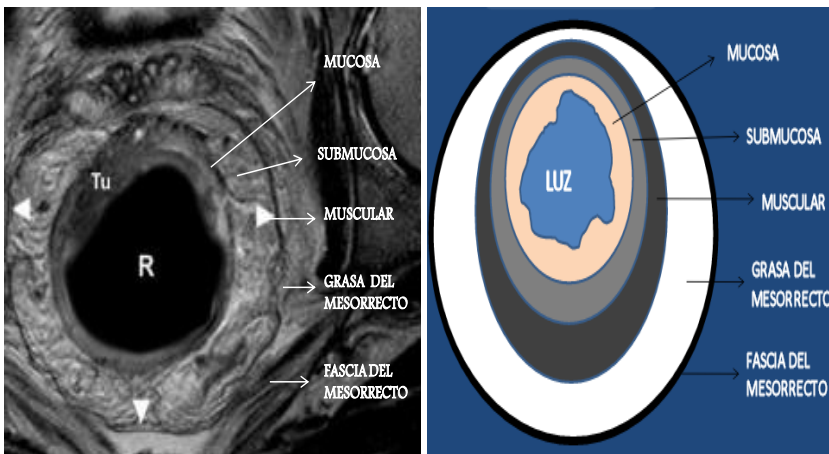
Representación de las capas de la pared del recto y tejidos perirrectales distinguibles mediante RM (plano axial). Tu: tumor; R: recto.
